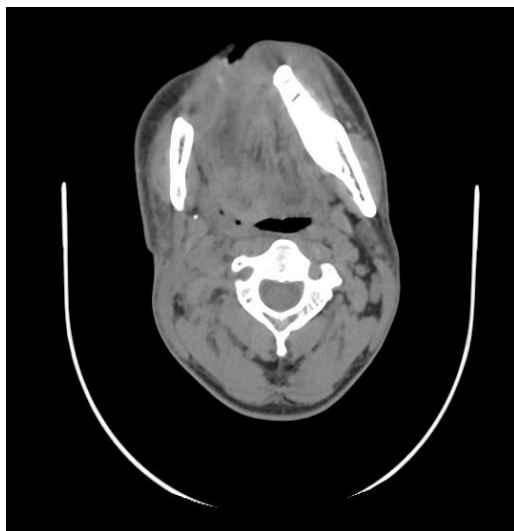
МСКТ больного М. после сегментарной резекции нижней челюсти.
